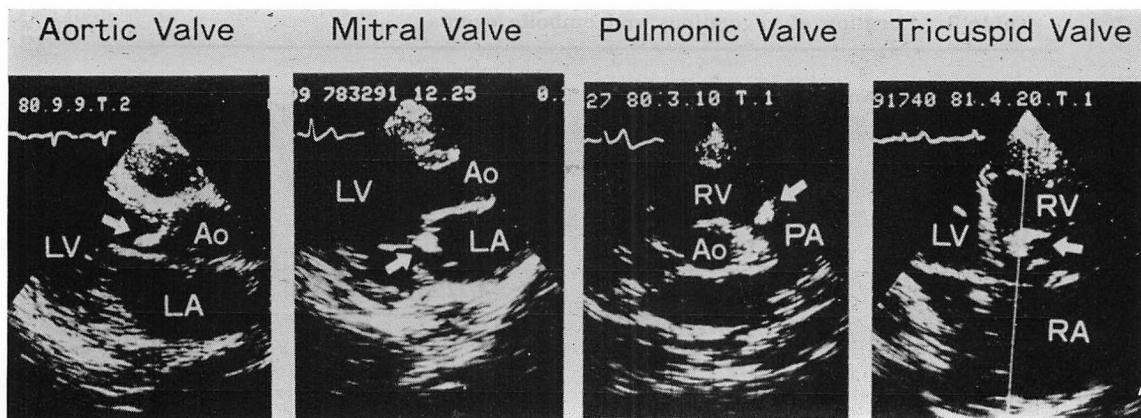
Two dimensional echocardiographic findings of vegetations attached to the valves.
